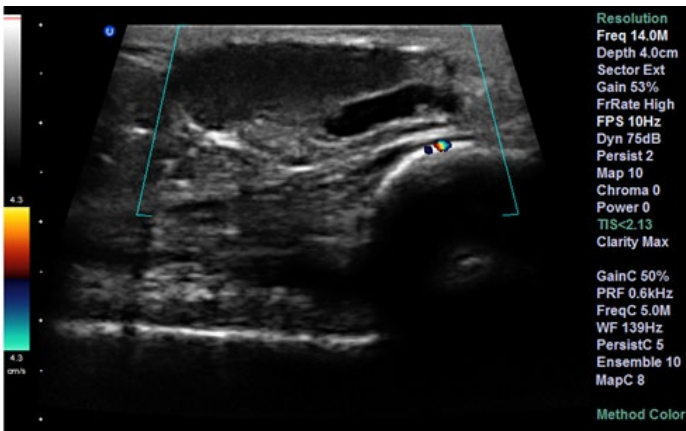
Ecografía de partes blandas. Tercio distal de muslo derecho. Corte transversal. Se observa colección encapsulada y loculada, de contenido eco mixto, sin vascularización interna al *doppler color*.
